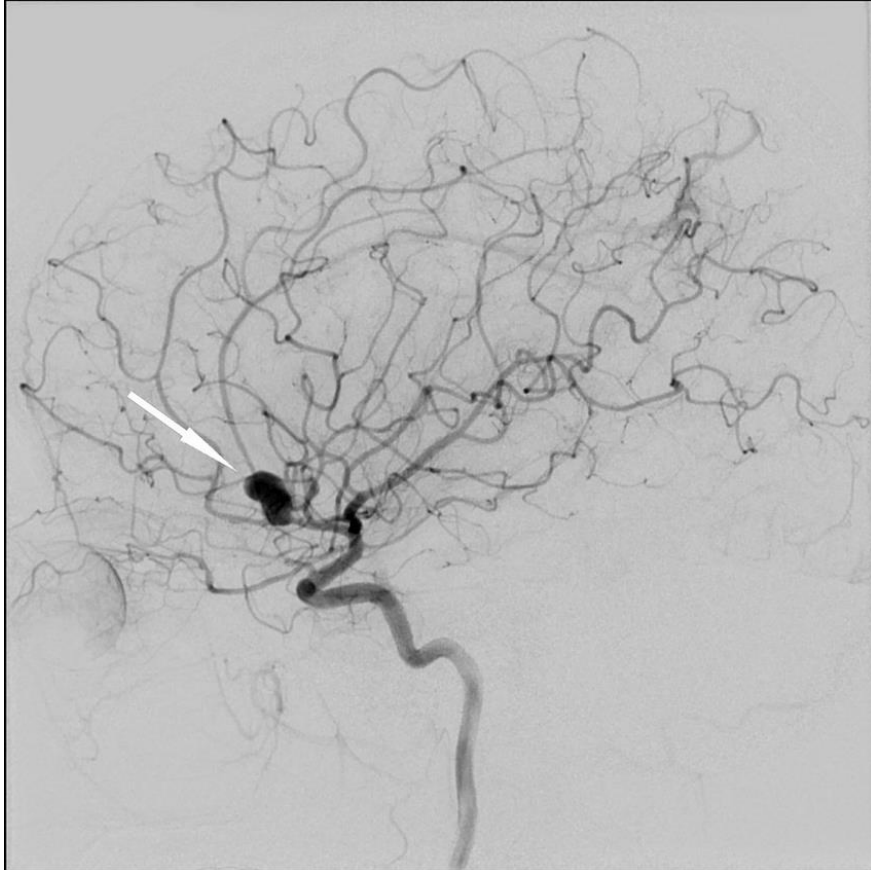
Bilgisayarlı Tomografi Anjiyografide Kanamış Anevrizma Görüntüsü
